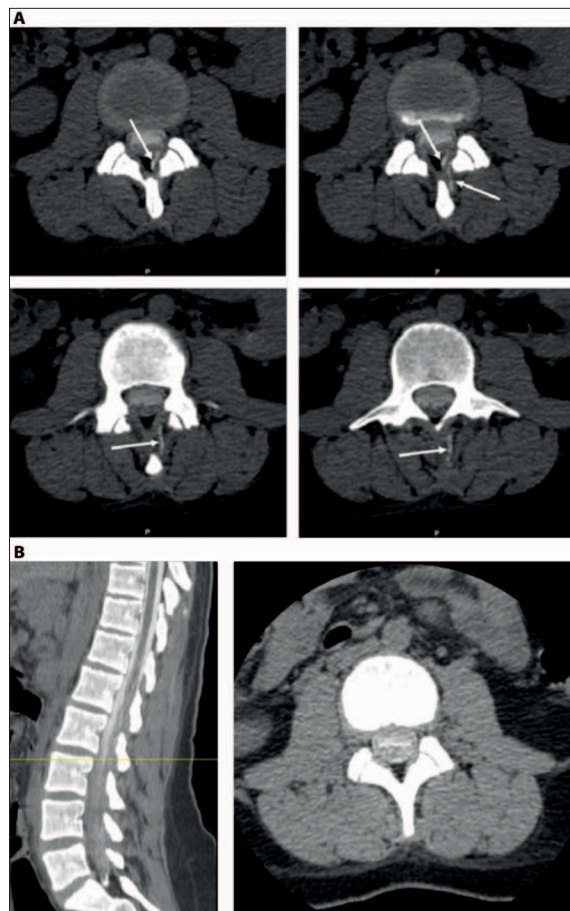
A: first CT myelography; transverse section at the L2-L3 level showing contrast leak from the subarachnoid space to the left posterolateral epidural space, as well as a small posterior left paramedian contrast trajectory (white arrows), compatible with a CSF fistula. B: Control CT myelography after targeted image-guided epidural blood patch; sagittal (left) and transverse (right) section at the L2-L3 level (yellow line) showing no signs of a CSF fistula.
